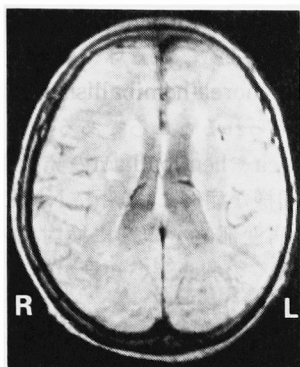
NMR-CT (long spin echo法) 左右の尾状核および右放射線冠の一部に高信号域が認められる。
